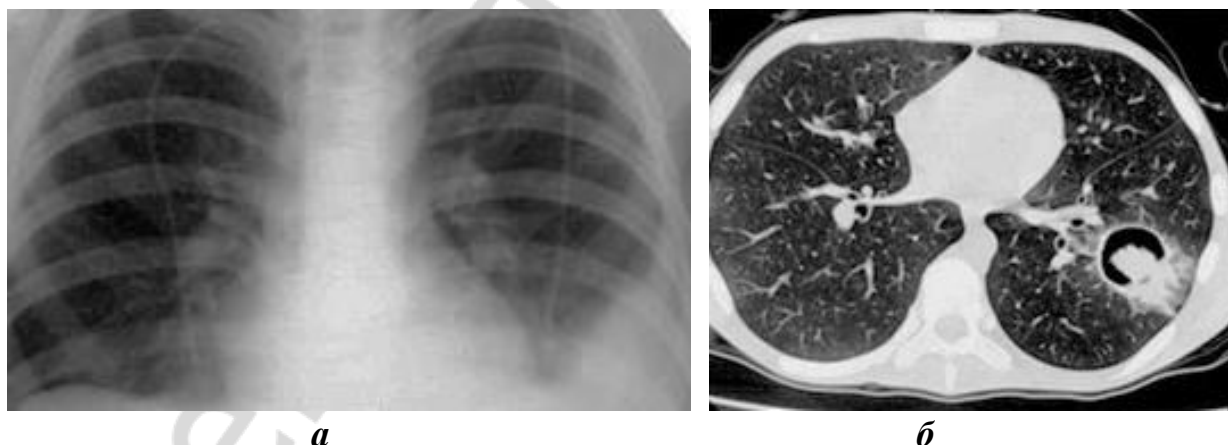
Рентгенограмма при формирующейся аспергилломе левого легкого (а), компьютерная томограмма при аспергилломе (б)
